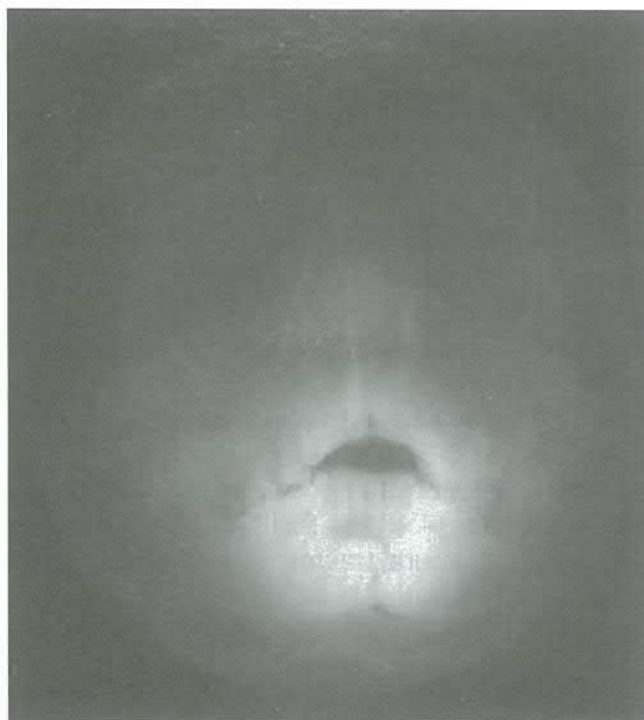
Pacienta D. Radiografia Nr. 3143. Fractură cominutivă, stelată a oaselor frontal, parietal și temporal bilateral cu trecere spre baza craniului în fosa craniană anterioară. Fractura maxilei Le-For III. Fractura mandibulei pe stânga și a oaselor nazale cu deplasare
